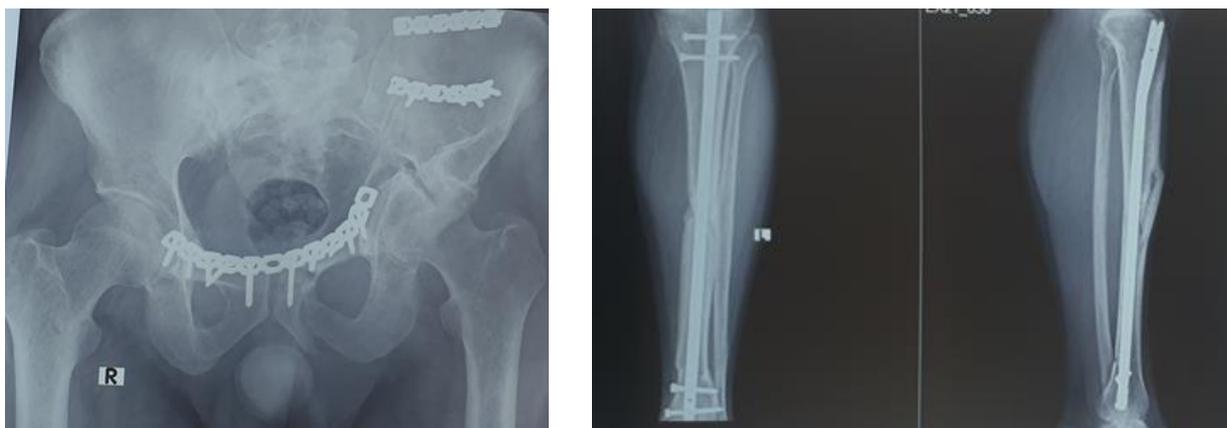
Рентгенограмма таза больного Г., после остеосинтеза
